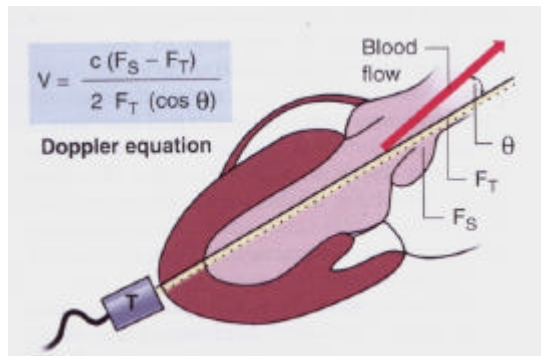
Equação Doppler (Otto CM, Textbook of Clinical Echocardiography, 3 ed., Elsevier Saunders, 2004. p.15)
